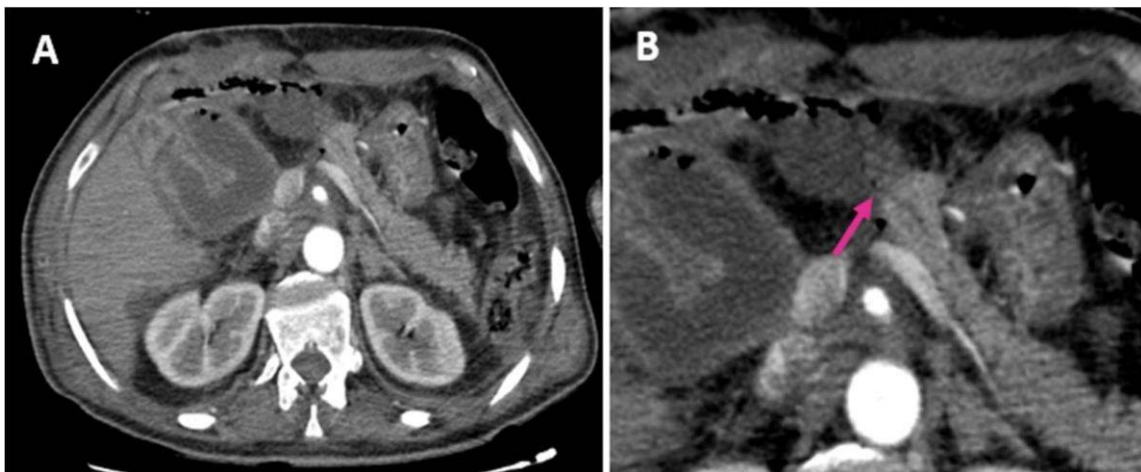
Coupe axiale d'une TDM abdominale au temps pancréatique d'injection, réalisée à J7 post-DPC(A) mettant en évidence une collection au site du DPC, au contact de l'anastomose pancréatico-jéjunale, assez bien limitée, sans paroi nette, et sans prise de contraste renfermant des bulles d'air, mesurant 47x33 mm L'analyse fine de cette coupe(B) a permis d'objectiver la continuité de cette collection avec le canal de Wirsung (flèche), ce qui est fortement évocateur d'une fistule pancréatique sur cet examen.
